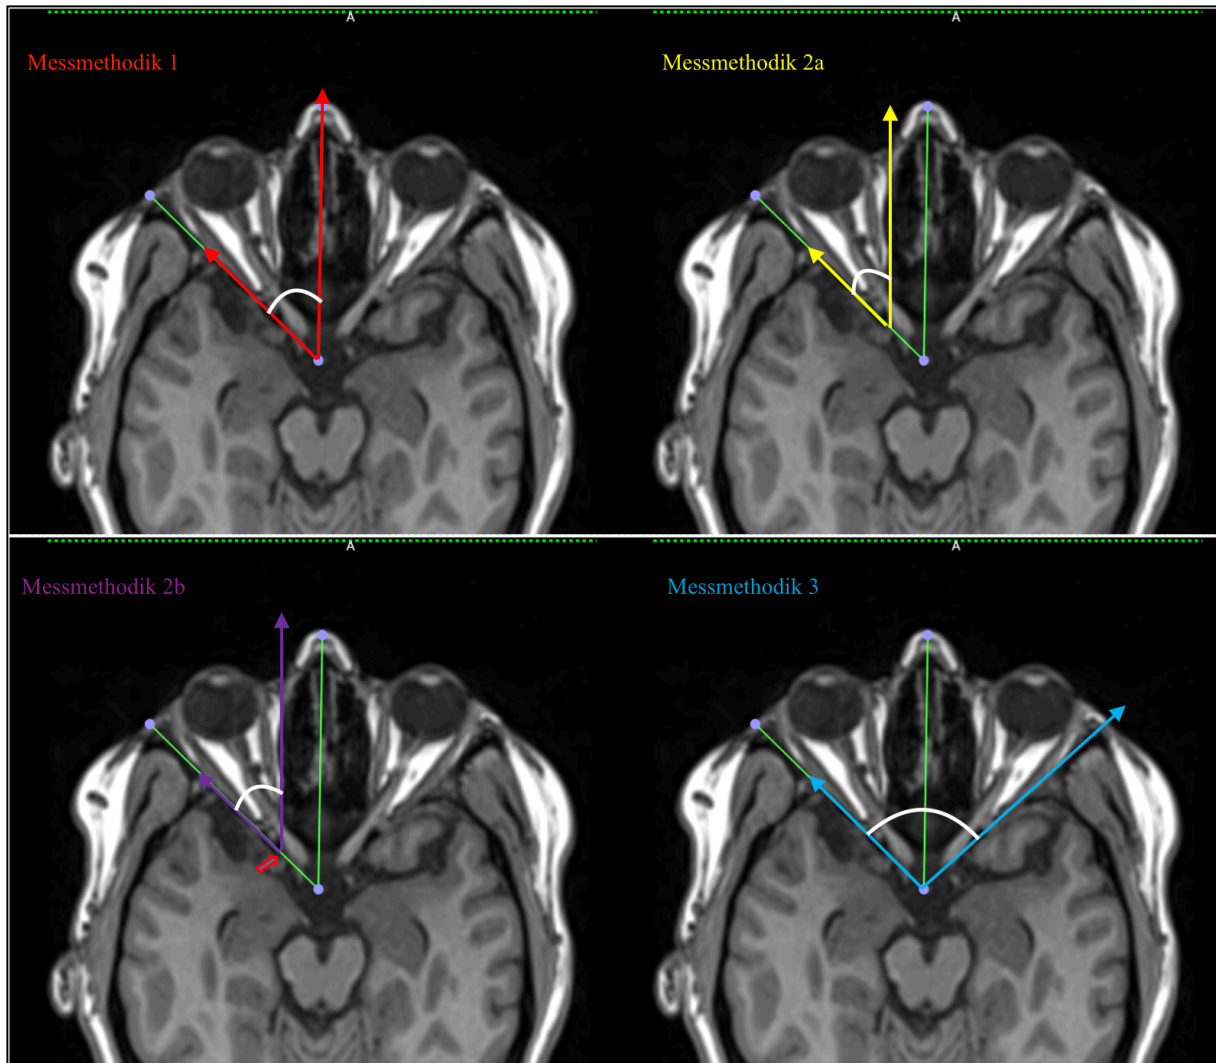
Vergleich unterschiedlicher Messmethoden zur Ermittlung des Orbitawinkels. Dargestellt sind zum Vergleich die drei verschiedenen Messmethoden des uni- und bilateralen Orbitawinkels anhand dergleichen MRT-Sequenzen eines SHIP-Trend-Probanden. Eine Übersicht welche Messmethodik in welcher Studie verwendet wurde zeigt Tab. 14. In allen vier Aufnahmen ist in Grün die Winkelmessung der eigenen Studie eingezeichnet, damit ein direkter Vergleich möglich ist [46].
